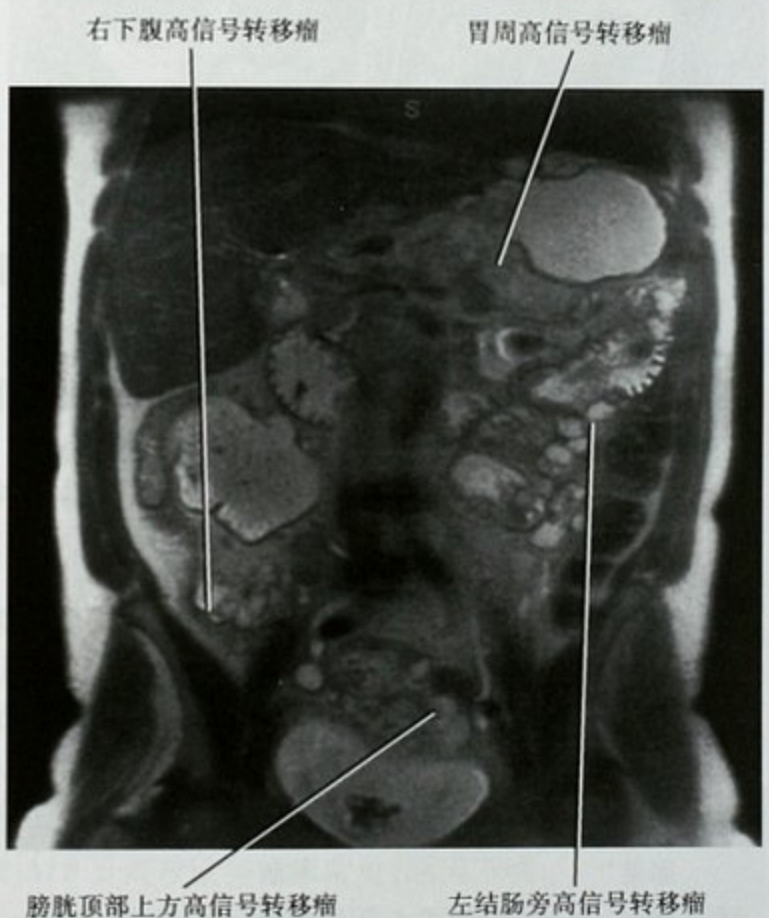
腹部盆腔 MRI 冠状面 T2WI 可见阑尾黏液腺癌腹膜广泛转移
